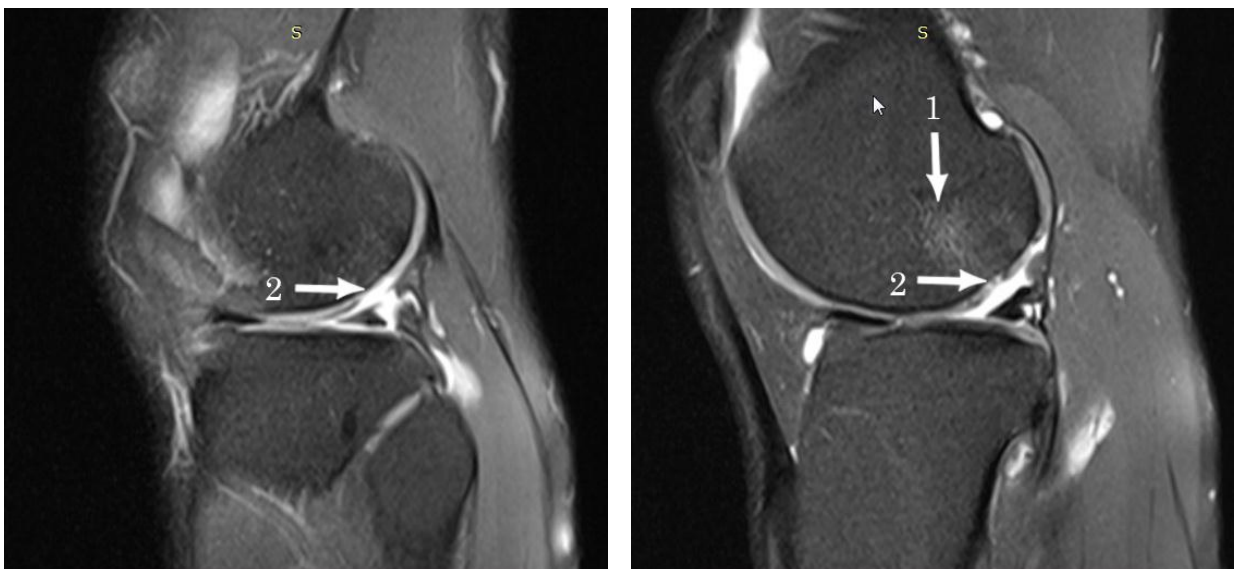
Сагітальні зрізи МРТ, режим PD TSE FS. 1 – трабукулярний набряк латерального виростка стегнової кістки. 2 – ділянки пошкодження хряща 4 ст. за Оутербридж на латеральному виростку стегна.
